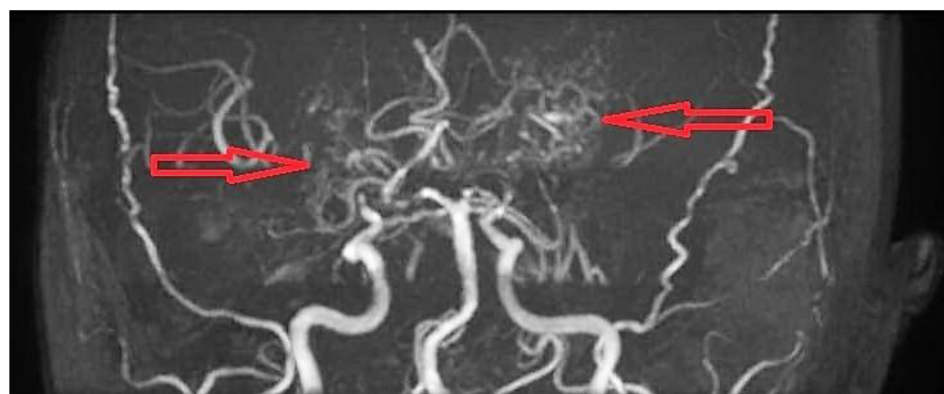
МРТ-ангиография – гипоплазия внутренних сонных артерий с развитой коллатеральной сетью
